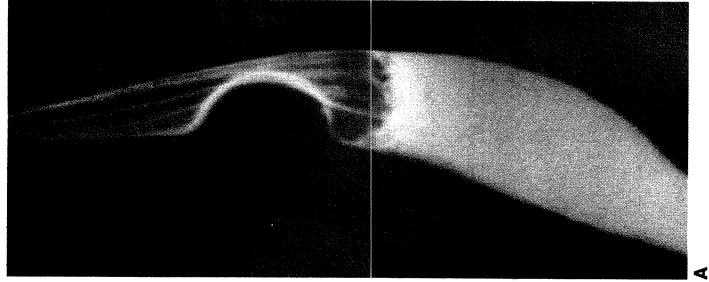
Typical appearance of an intramural leiomyoma on (A) barium swallow, (B) endoscopy, and (C) endoscopic ultrasound. If surgery is pursued, the leiomyoma is removed by (D) enucleation. (A. Reprinted from Orringer MB. Tumors of the esophagus. In: Sabiston DC Jr, ed. Textbook of Surgery, 13th ed. Philadelphia, PA: WB Saunders, 1986:736, with permission. B. Courtesy of Dr. Michael Kocman, Hospital of the University of Pennsylvania, Philadelphia. C and D. Reprinted from Shields TW, et al. General Thoracic Surgery, 7th ed. Philadelphia PA: Lippincott Williams & Wilkins, 2009:1978, 1980, with permission.)
